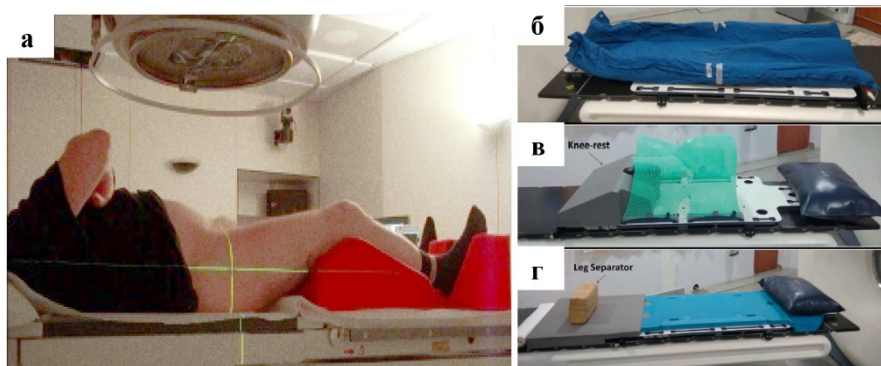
Стандартное размещение пациента на деке ЛУЭ (топометрического КТ) при планировании и облучении мочевого пузыря:
